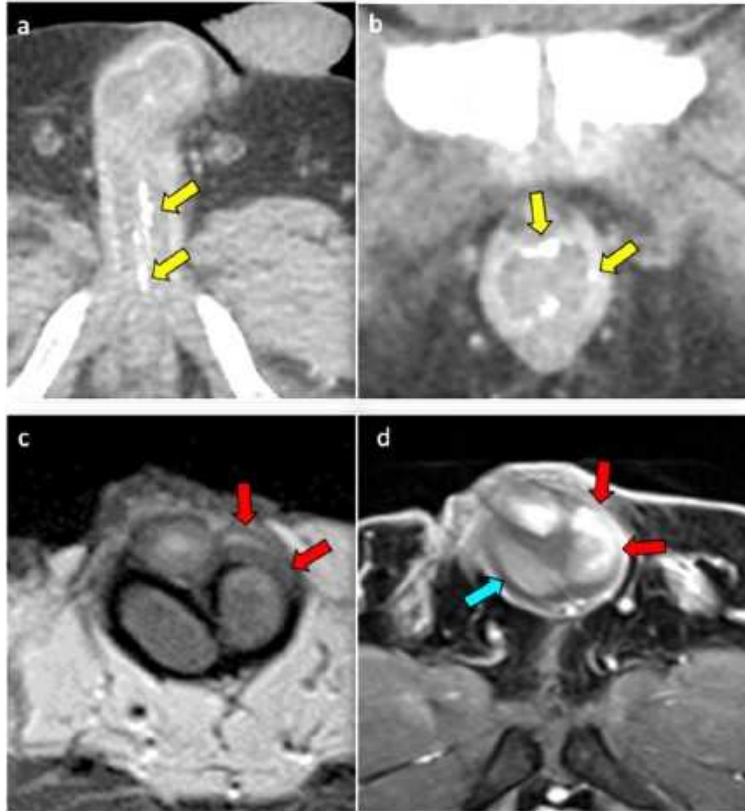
Dos pacientes diferentes con enfermedad de Peyronie. Los cortes axiales y coronales del TC de un paciente con enfermedad de Peyronie multifocal (a, b) muestran la calcificación característica en “puntos y líneas” (dot and dash) que compromete la túnica albugínea y el septo intercavernoso (flechas amarillas). Las imágenes axiales secuencias T2 y T1 post-contraste en un paciente con dolor peneano agudo (c, d) muestran engrosamiento focal de la túnica albugínea izquierda desde la posición de las 12 a las 3 en punto, con señal intermedia en T2 y realce intenso precoz (flechas rojas), hallazgos compatibles con enfermedad de Peyronie en fase aguda. Obsérvese que la túnica albugínea normal no presenta realce (flecha azul). Adaptado de Rajamohan N, Kapoor H, Khurana A, Nelson L, Ganesh HS, Khatri G, Nair RT. MR imaging of penile pathology and prostheses. Abdominal Radiology (NY). 2025.
